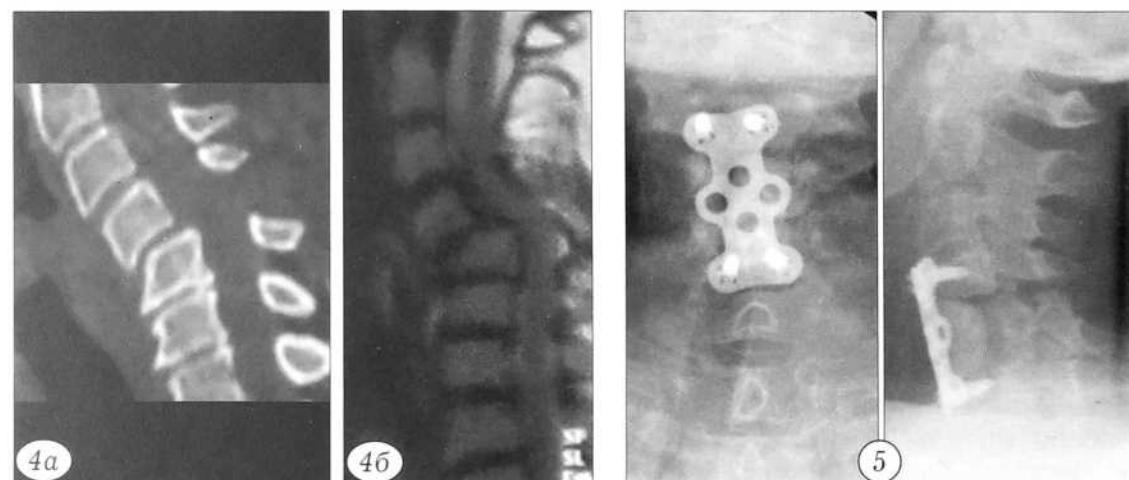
Компьютерная (а) и магнитно-резонансная (б) томограмма шейного отдела позвоночника больной Л. 67 лет при поступлении.
